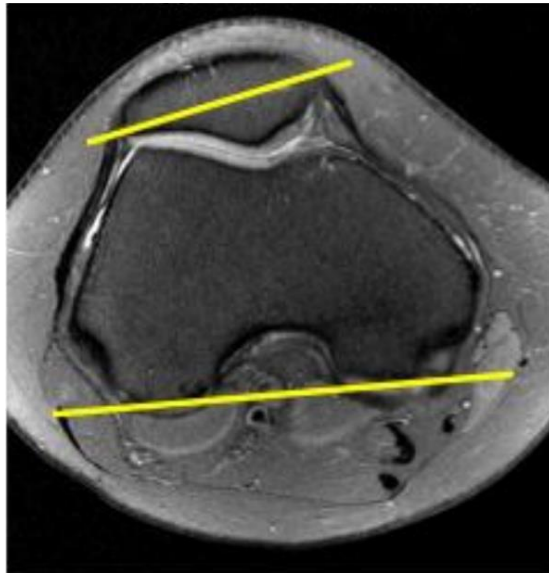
Tilt patellaire en IRM : coupe axiale en pondération DP FS.
